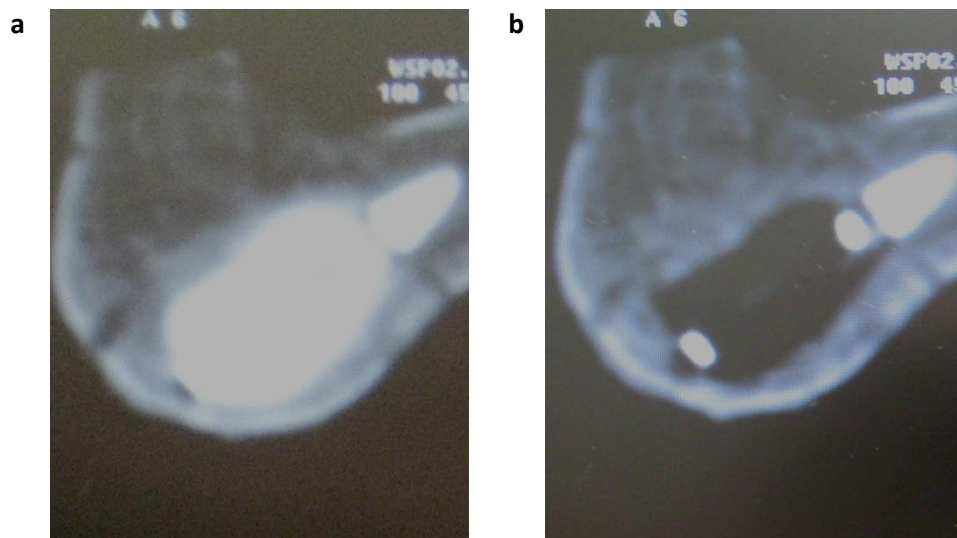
Brustwirbelkörper 12 während Kyphoplastie unter CT-Durchleuchtung (axiale Schnittführung); Füllung des Ballons des Katheters mit kontrastmittelhaltiger Flüssigkeit (a) und Bildung eines Hohlraums nach Druckentlastung des Ballons (Katheter weiter in situ) (b)
